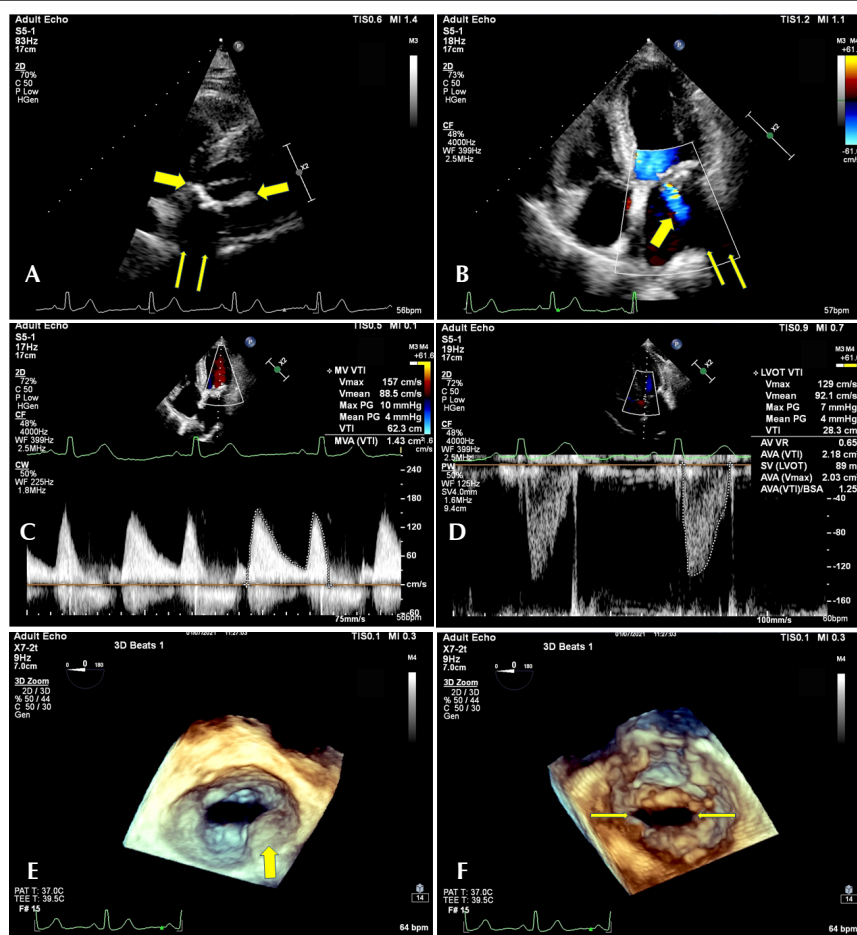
Paciente com calcificação do anel mitral com dupla lesão valvar. (A) No plano paraesternal eixo curto, no nível da valva mitral, observa-se a calcificação do anel valvar posterior (seta grossa) e a formação de sombra acústica posterior (seta fina). (B) No plano apical 4 câmaras, com a utilização do color Doppler, observam-se insuficiência mitral (seta grossa) e formação de sombra acústica posterior (seta fina). (C) Integral tempo-velocidade obtida com o Doppler contínuo do influxo mitral. (D) Integral tempo-velocidade obtida com o Doppler pulsado na via de saída do ventrículo esquerdo. (E) Ecocardiograma transesofágico tridimensional assumindo a perspectiva do átrio esquerdo. Observa-se a distribuição assimétrica da calcificação do anel mitral (seta grossa). (F) Ecocardiograma transesofágico tridimensional com perspectiva do ventrículo esquerdo, evidenciando pequena redução da abertura valvar, sem acometimento comissural (setas finas).
